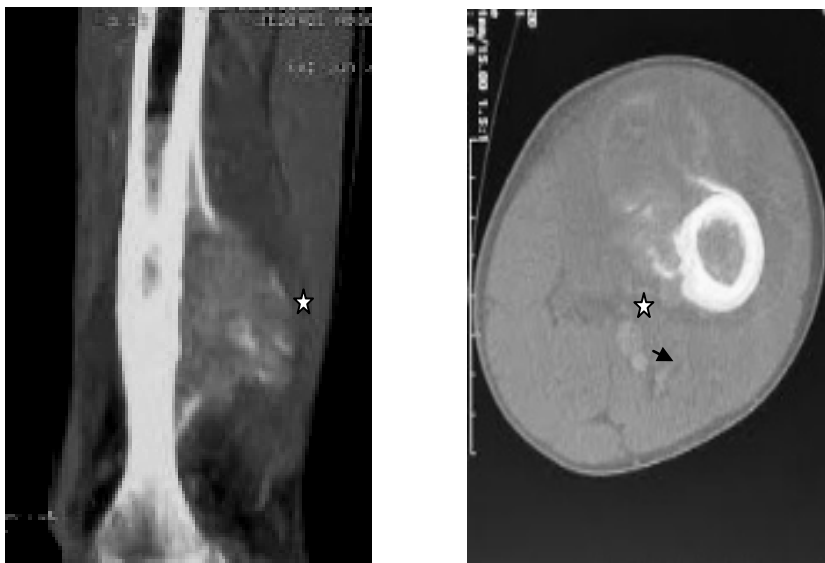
TDM du fémur en coupes coronale et axiale (fenêtre osseuse) : Ostéosarcome de l'extrémité inférieure du fémur : lésion osseuse mixte associée avec une réaction périostée en éperon de Codman avec rupture corticale (tête de flèche) et envahissement des parties molles (étoile).
